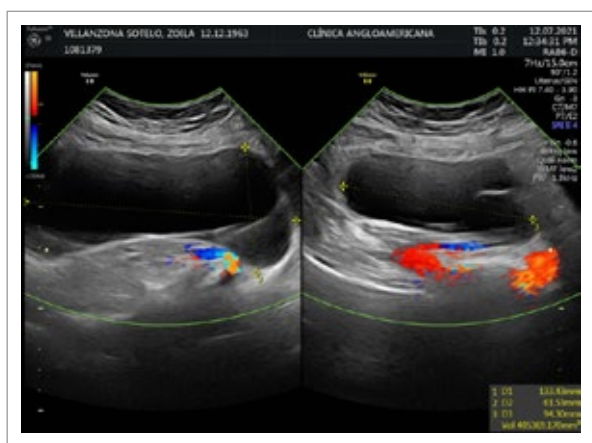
Abdominal ultrasound showing a doppler negative 405cc cystic formation.
